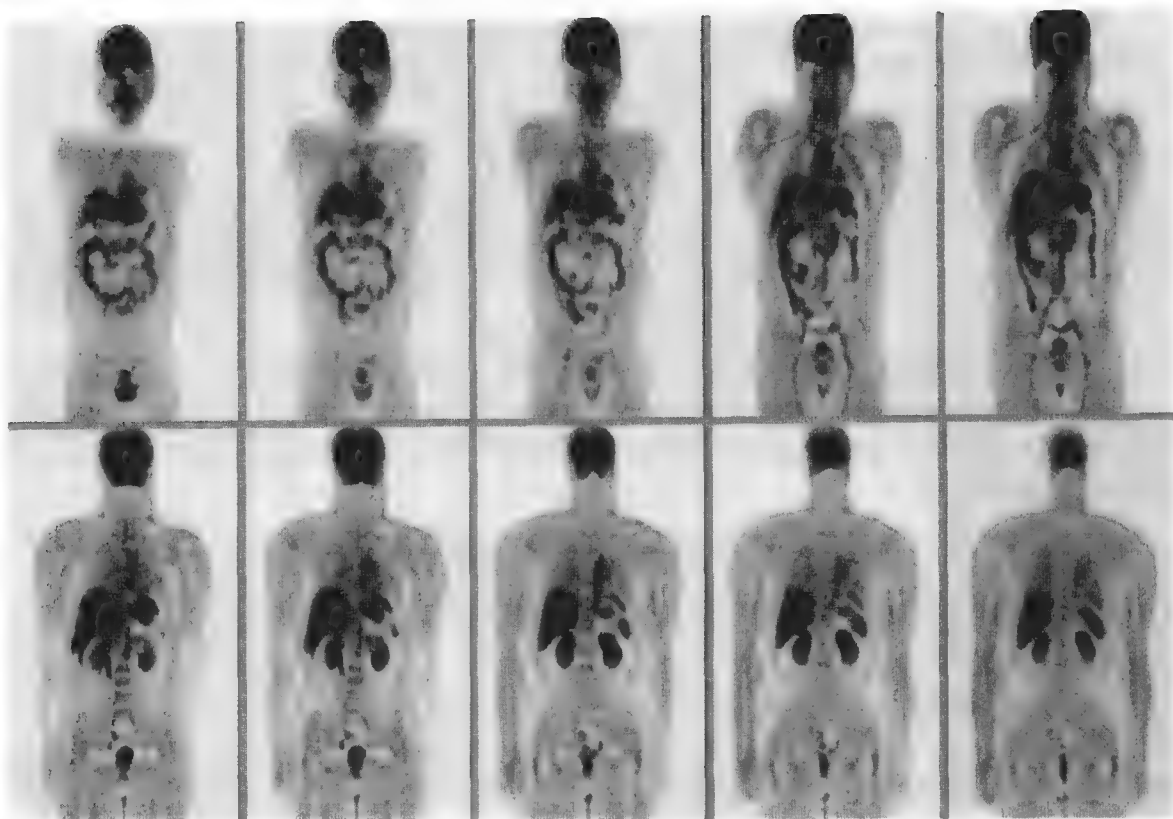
^{18}F -FDG PET 正常全身显像
